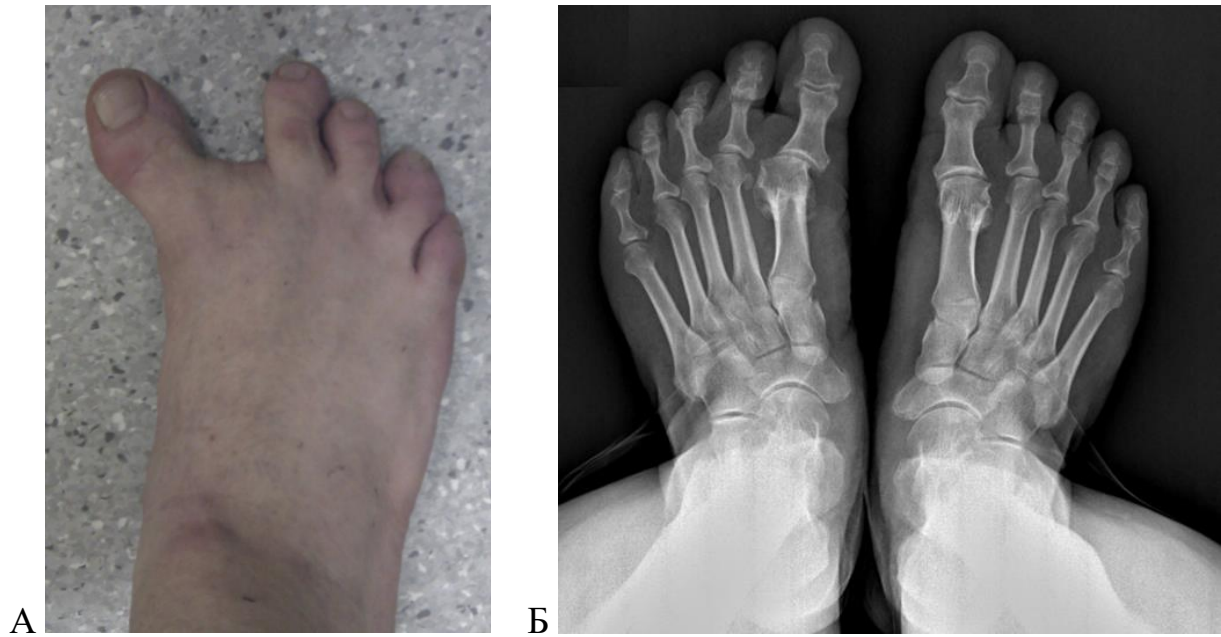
А - пациент А, 34 лет, вид стопы с варусной деформацией первого пальца правой стопы через 2 года после открытой малоберцовой сесамэктомии; Б - пациент Б, 43 лет, рентгенограмма стоп с варусной деформацией первого пальца левой стопы через 3 года после открытой малоберцовой тотальной сесамэктомии
